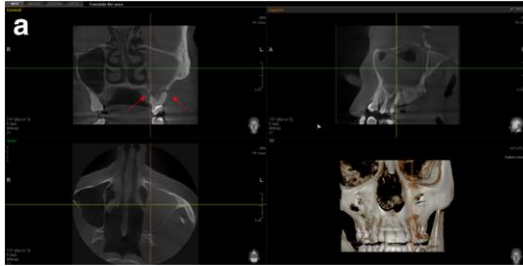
a TBCT de un molar con proceso periapical causando sinusitis maxilar
